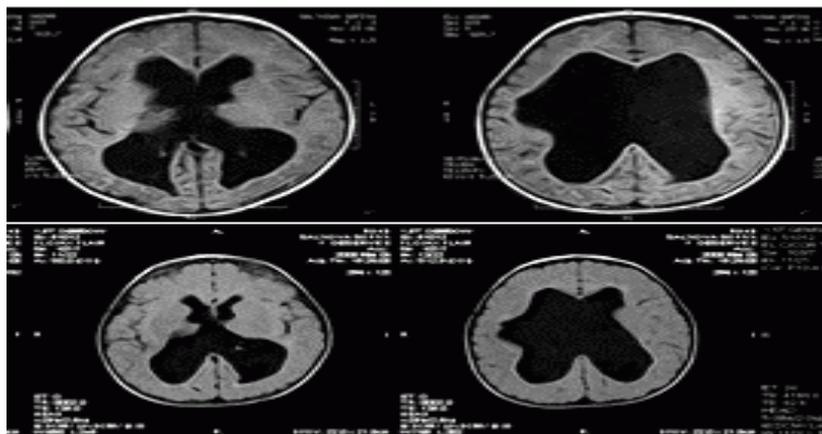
МСКТ картина с внутренней и наружной гидроцефалией.
